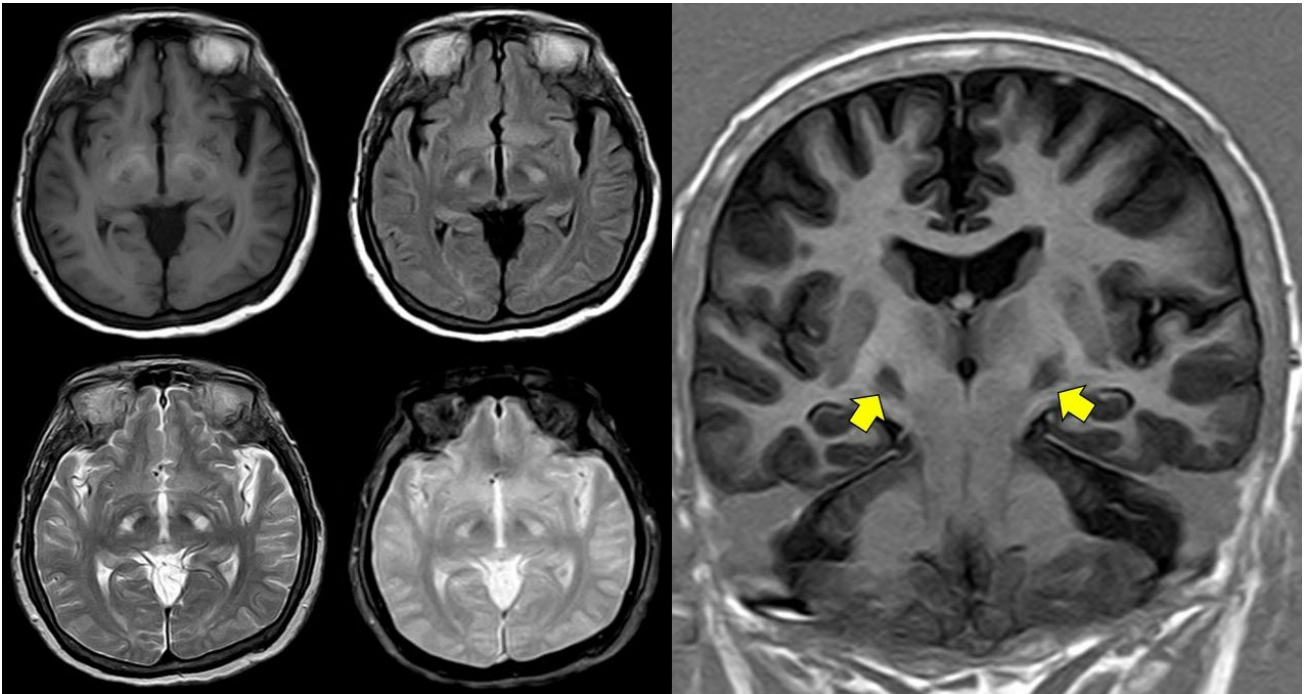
Non-enhanced MRI showing bilateral and symmetrical lesions in the globus pallidus. In the left panel, these lesions are depicted in axial sections of different sequences (T1-weighted, fluid attenuated inversion recovery, T2-weighted, and gradient-echo). The right panel is a coronal section (T1-weighted inversion recovery), where the lesions are clearly visualized (arrows).
